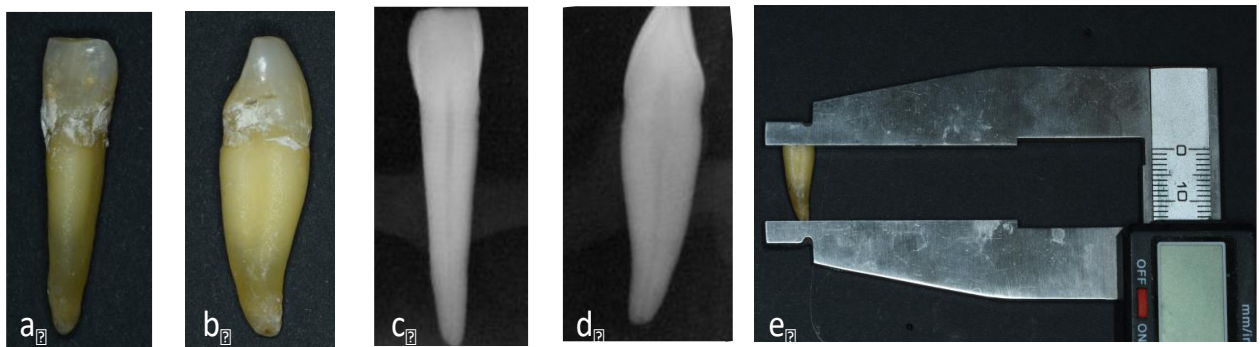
Protocole de fabrication du modèle de diffusion avant la préparation chimio-mécanique : (a) vue vestibulaire de l'incisive (IC) ; (b) vue mésial de l'IC ; (c) radiographie mésio-distale de l'IC ; (d) radiographie vestibulo-palatine de l'IC ; (e) mesure de la longueur de la racine après découpe par disque.
